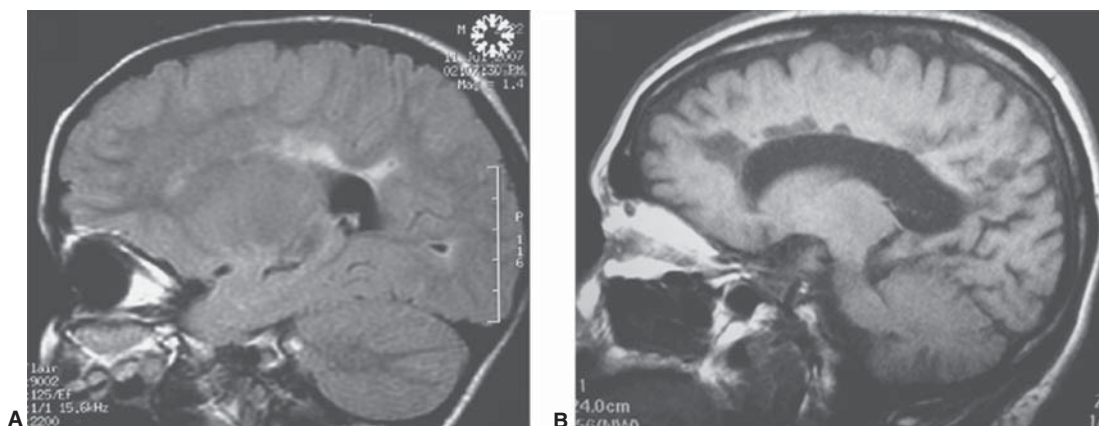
Esclerosis múltiple. Lesiones periventriculares en (A). RM FLAIR hiperintensas con eje perpendicular a los ventrículos. (B) RM sagital con información T1: "agujeros negros", lesiones periventriculares ovaladas de baja señal crónicas. Atrofia cortical.
